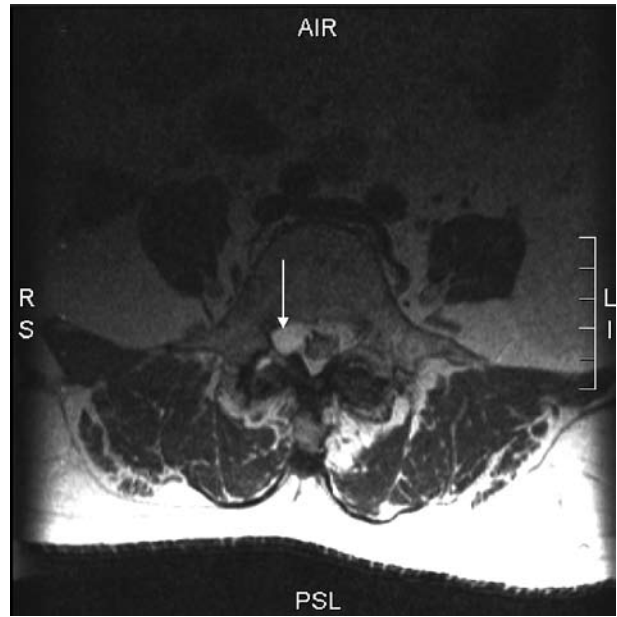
Shows the horizontal MRI with spinal synovial cyst.
